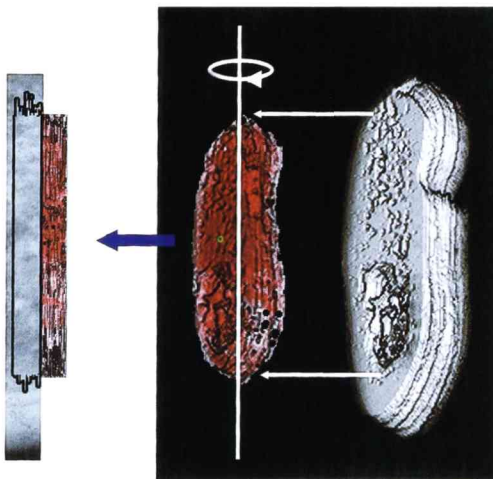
Comparison between the CG 3-D reconstruction image of the trabeculae in the cancellous bone and the radiograph of the mandible.
